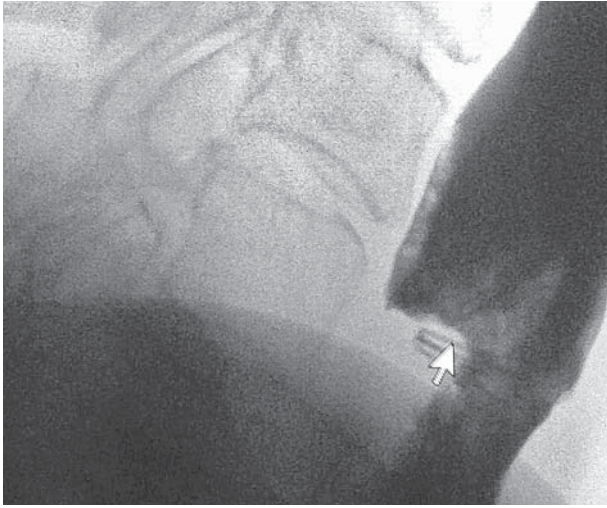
Рентгенографія пищевода после операции. Контрастирование сульфатом бария. Акт глотания не нарушен. По задней стенке пищевода на уровне тел позвонков С5 (нижний край) — С6 (нижний край) определяется выпячивание, в динамике уменьшенное в размерах, нижняя граница которого плавно переходит в пищевод (особенно при прохождении бариевого комка). На уровне этого перехода визуализируются клипсы
